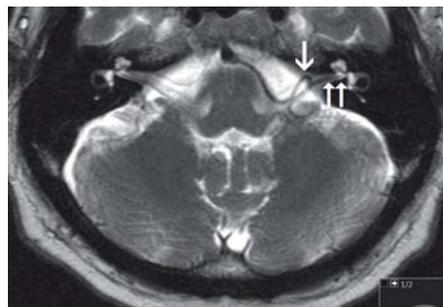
Gefäßschleife der A. cerebelli inferior anterior (Pfeil) mit Kontakt zum N. vestibularis (Doppelpfeil) im Hirnstamm-MRT. Zufallsbefund bei einem Patienten ohne Schwindel
